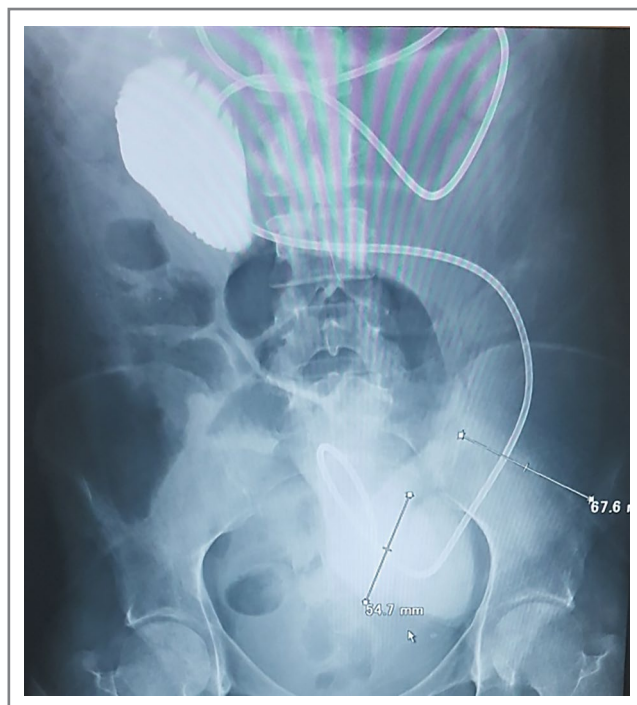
Рентгенологическая картина брюшной полости у больной А. после 5 мес лечения.
